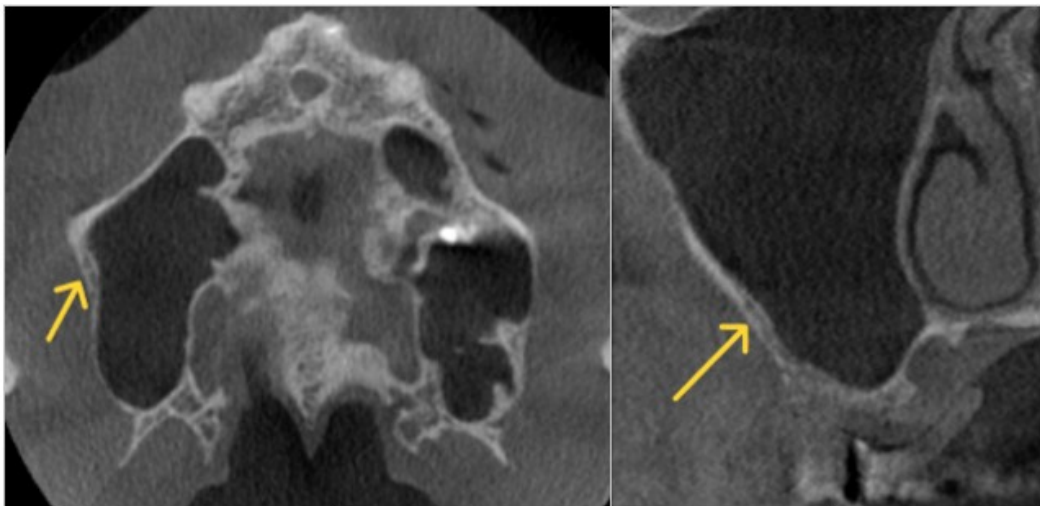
Coupes de cone beam dans un plan horizontal et frontal illustrant l'artère alvéolo-antrale intra-osseuse dans le sinus maxillaire droit (images provenant du cabinet du Dr Hubert Legrand).
